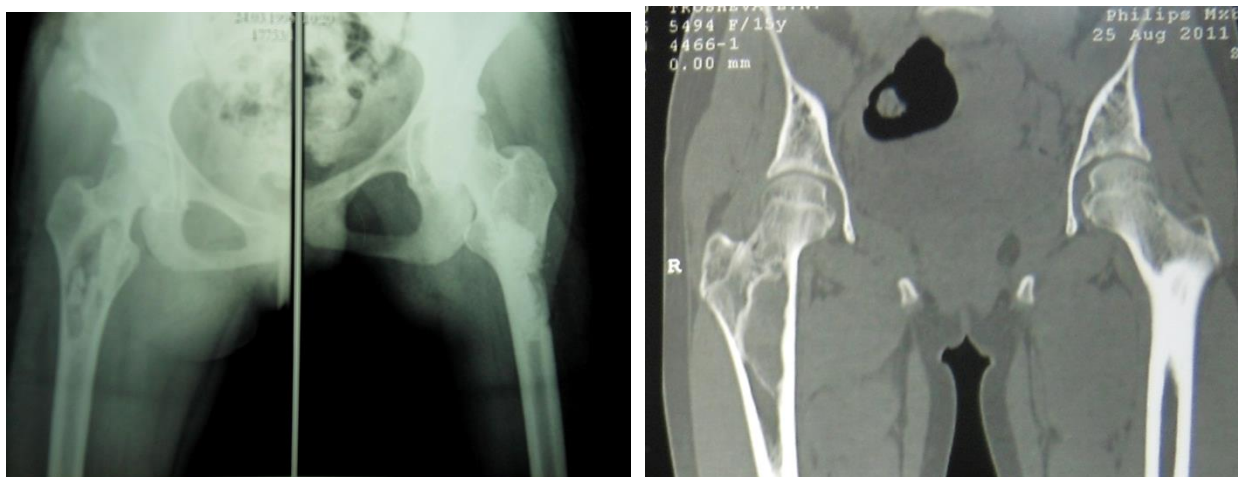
Данные рентгенограммы и КТ б-й Т., 14 лет, послужившие основанием для построения ниже представленной компьютерной математической модели (анализ нагрузки в зоне кисты в проксимальном отделе бедра справа).
